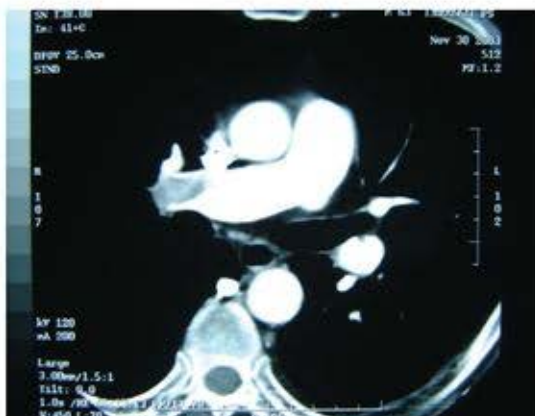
Tomografia multidetector evidenciando trombo proximal em artéria pulmonar direita.
